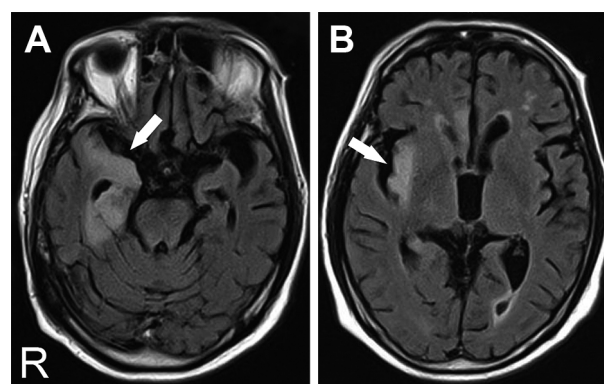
Axial FLAIR images by brain MRI.
